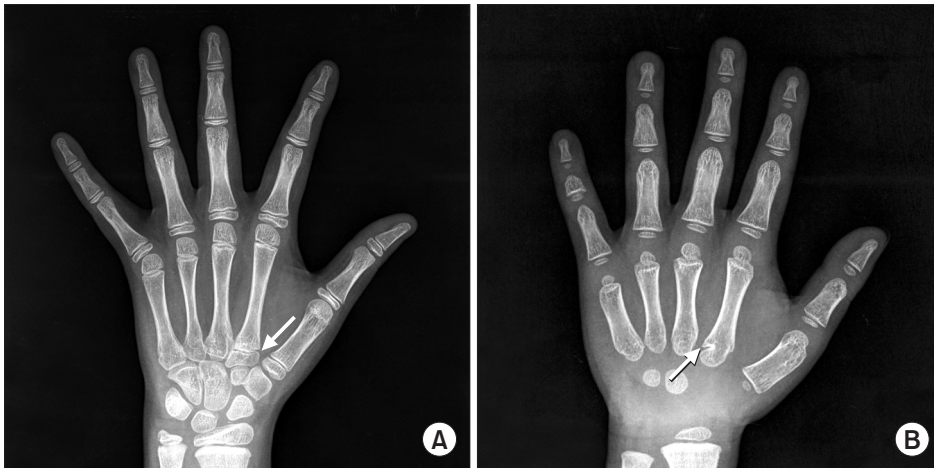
(A) Anteroposterior plain radiography of an 8-year-old female showing complete pseudoepiphysis (arrow) at the base of the second metacarpal bone. Radiolucent pseudoepiphyseal line crosses both the radial and ulnar sides of metacarpal cortex transversely. (B) Incomplete pseudoepiphysis (arrow) presenting at the second metacarpal base on a 6-year-old male radiography, as partial cortical discontinuity.
